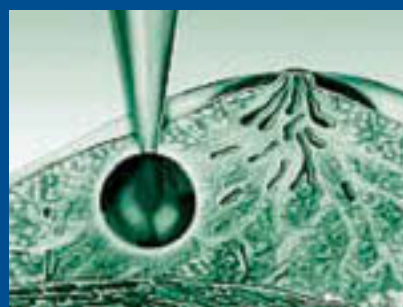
Intraoperative Radiotherapie (IORT): Während der Primäroperation wird nach Entfernung des Tumors eine Strahlenquelle in die Wundhöhle und für 20 bis 40 Minuten eine 50kV-Röntgenbestrahlung appliziert
